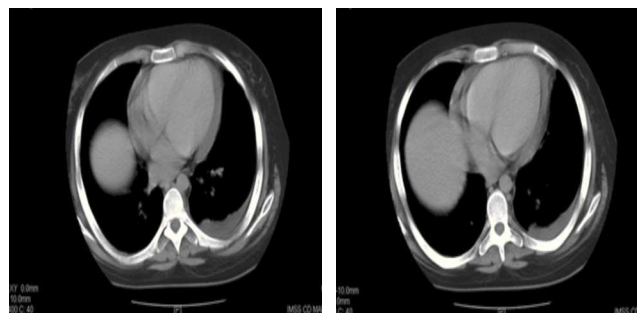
Tomografía computarizada que muestra evidencia de líquido libre a nivel pleural izquierdo y pericárdico (*flechas blancas*); de igual manera, es posible apreciar aumento del tamaño hepático (*puntas de flechas*).
